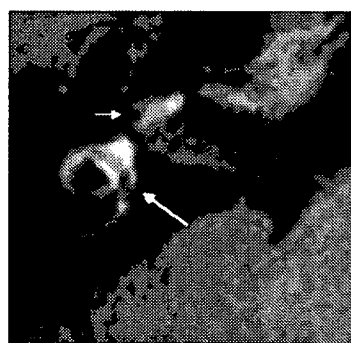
MRI (3D-FLAIR) による内リンパ腔の描出 (症例 1)
